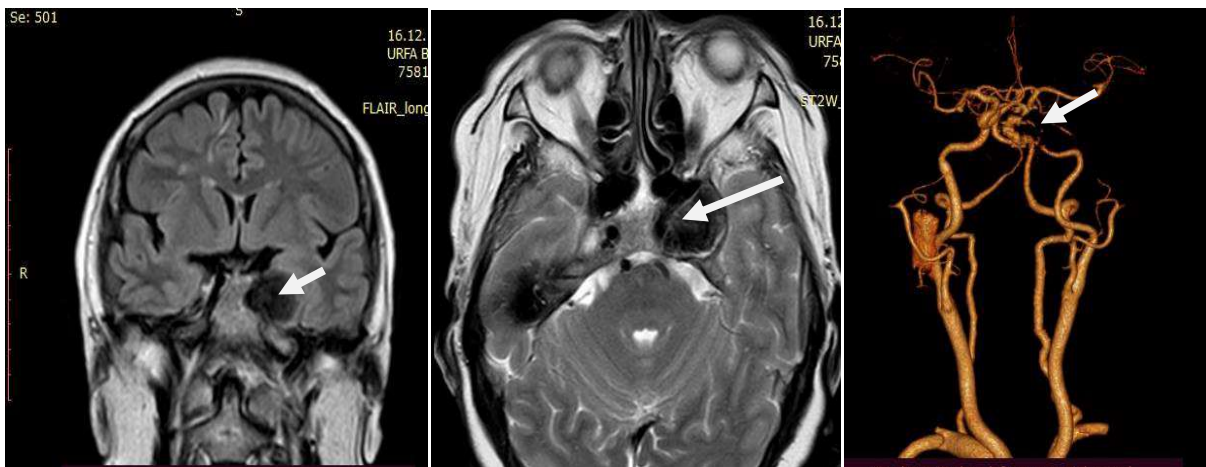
МРТ головного мозга и МСКТ ангиография сосудов головного мозга. Гигантская аневризма ВСА.
